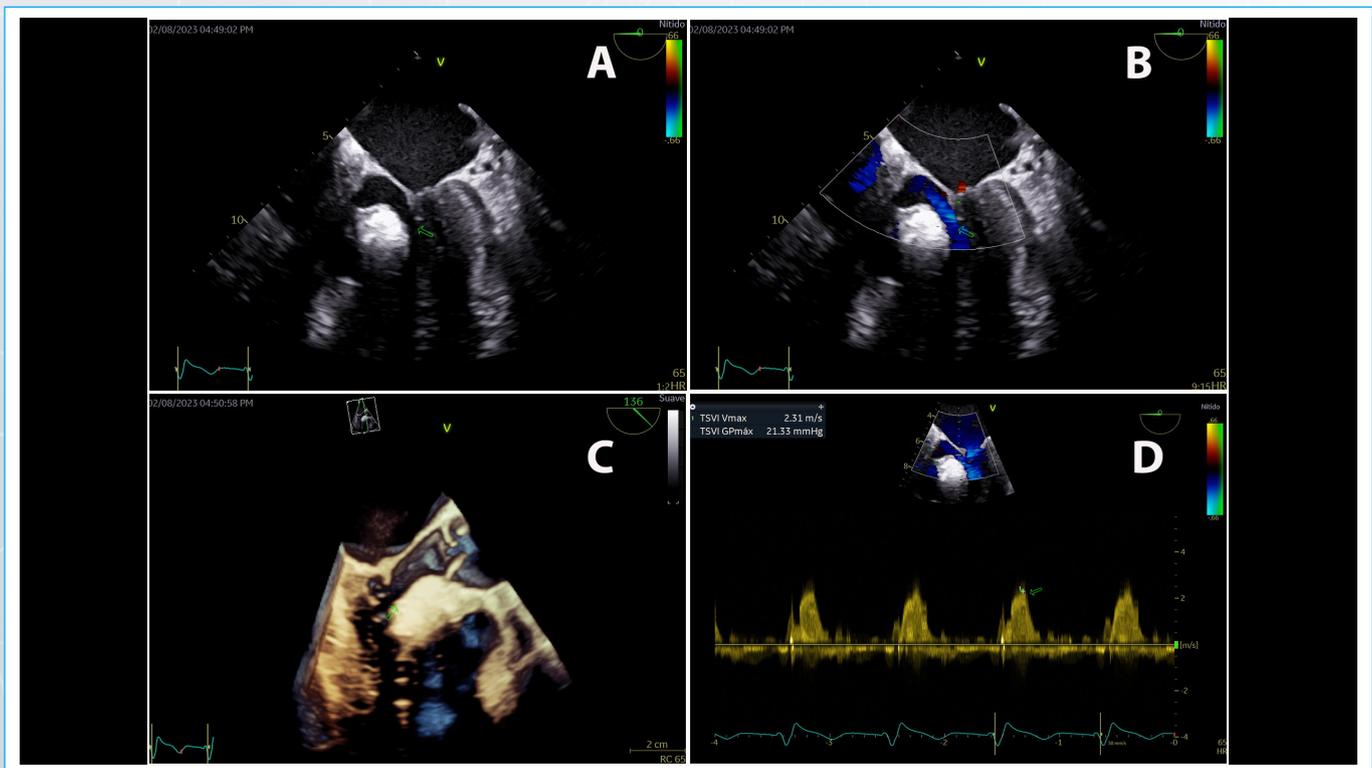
Posalcoholización septal. A y B: disminución inmediata visualizada mediante bidimensional y *doppler* color del TSVI (flecha verde); C y D: Eco 3D y *doppler* continuo evidenciando un gradiente pico de 21 mmHg.
